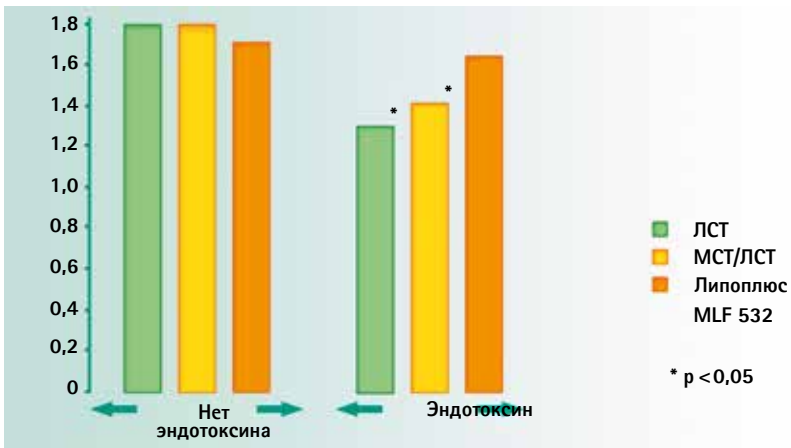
Объемный кровоток тонкой кишки через 48 часов от начала инфузии
